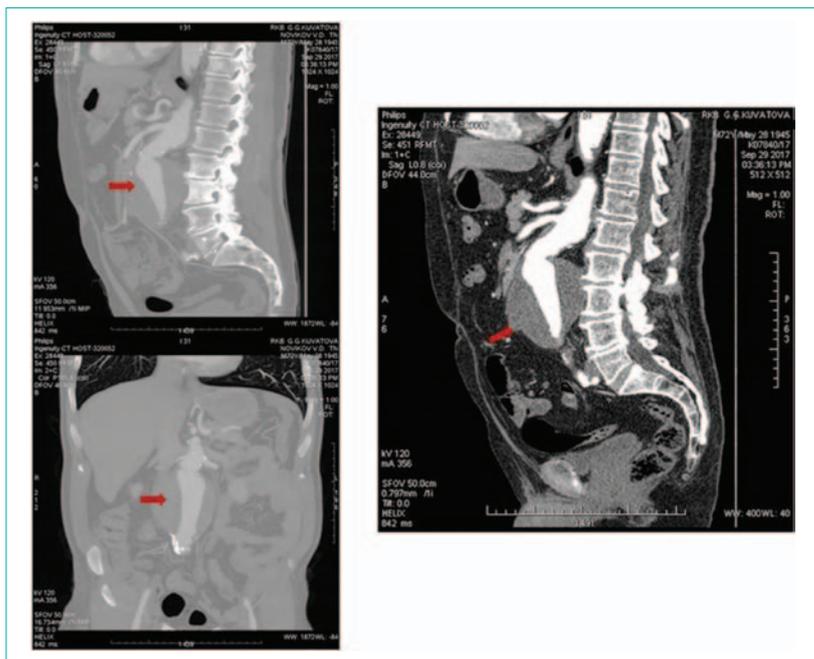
Данные компьютерной томографии
